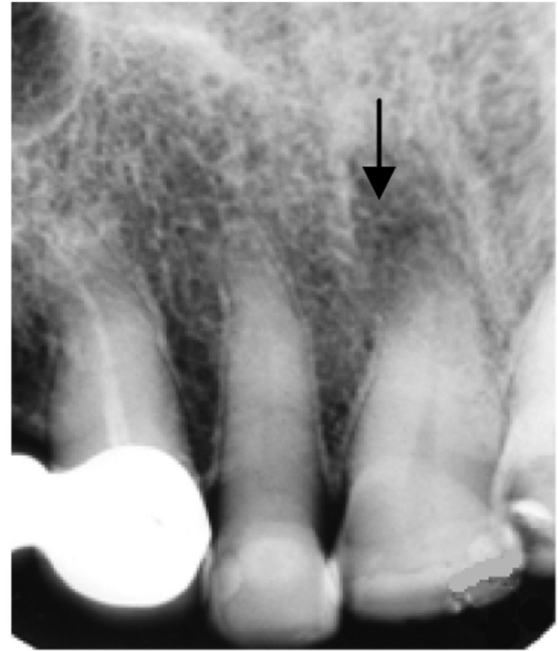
Внутрішньоротова контактна рентгенограма 21. Після неповного вивиху зуба навколо верхівки кореня розвинувся хронічний гранулематозний періодонтит (стрілка)
